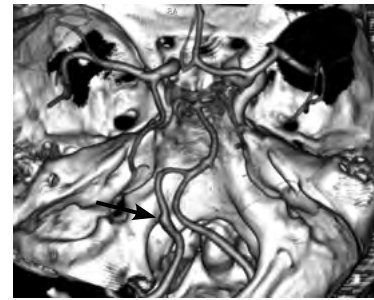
КТ-ангиография головного мозга с 3D-реконструкцией.
